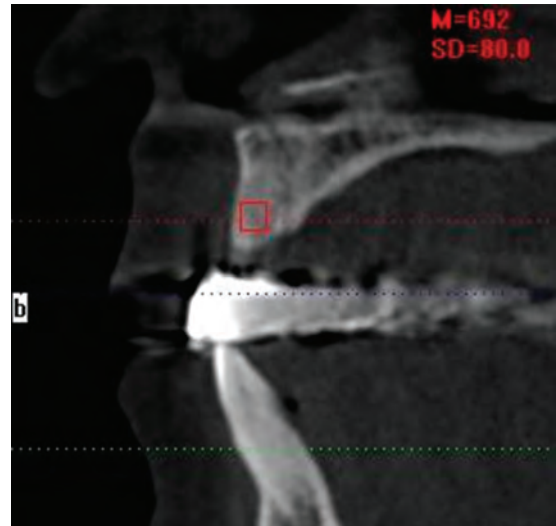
Tomografía, unidades Hounsfield en el área del lateral superior izquierdo.
